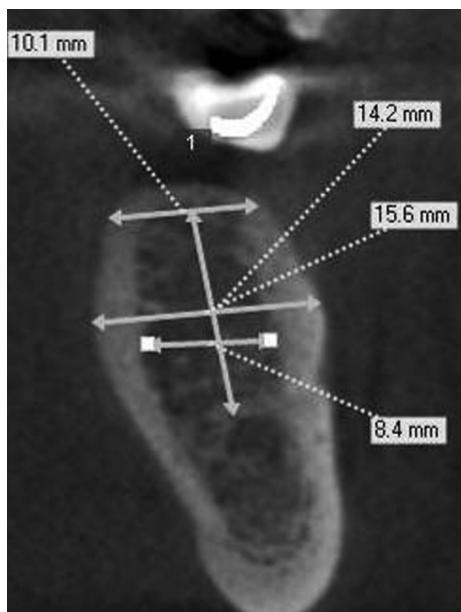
Компьютерная томография. поперечного сечения челюстного сегмента челюсти, которая была использована для исследований.
